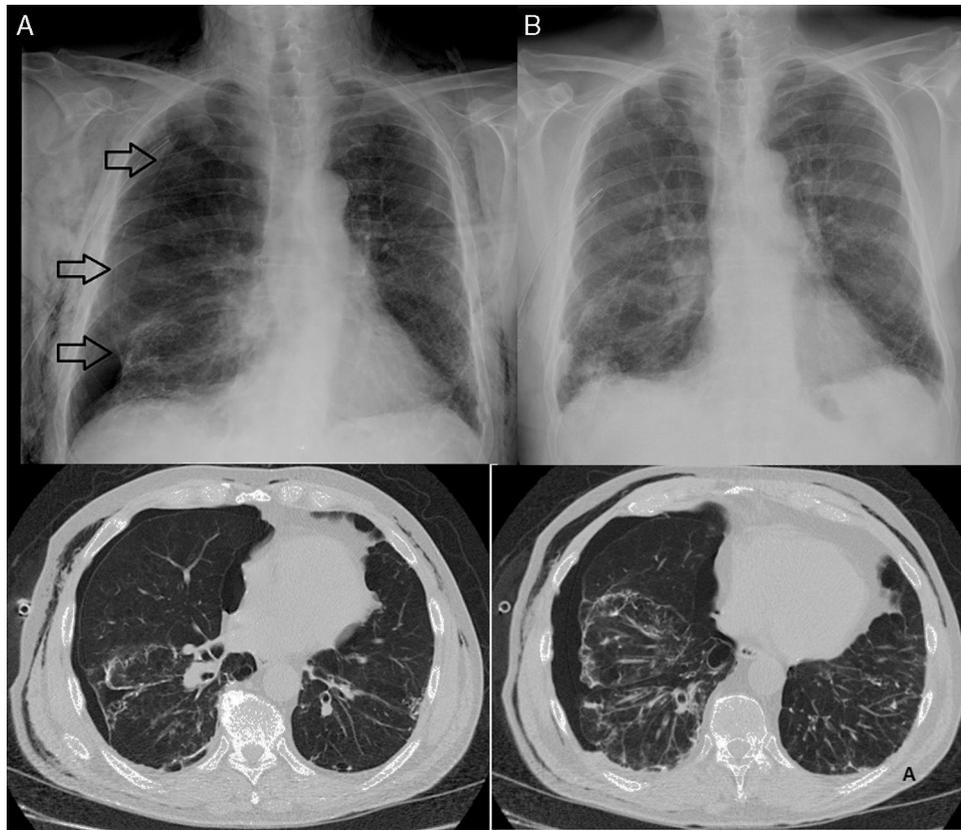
A) Radiografía de tórax y TAC tóraca previo a la FF. B) Radiografía de tórax tras el tratamiento endoscópico.
